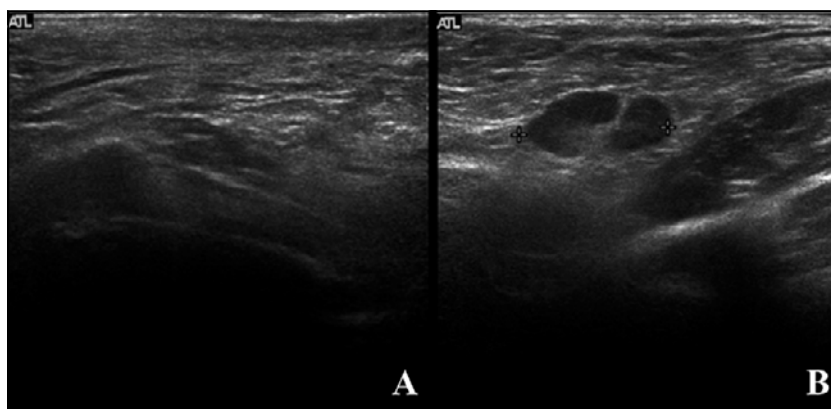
Ultrasonido de tejidos blandos de la zona vulvar: zona suprapúbica e inguinal derecha que muestra aumento de volumen y ecogenicidad, con mínima cantidad laminar de líquido libre de aspecto inflamatorio (A) y adenopatía inguinal derecha reactiva de 1,8 cm (B).
